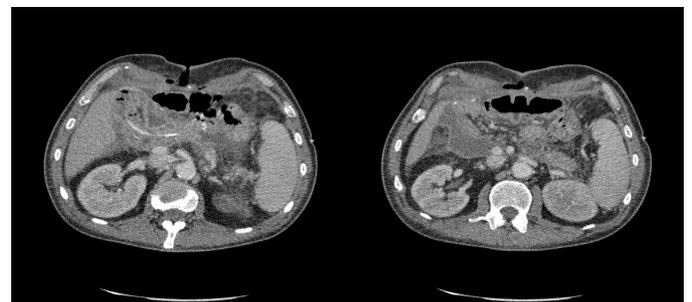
Признаки несостоятельности ПЕА по данным компьютерной томографии
